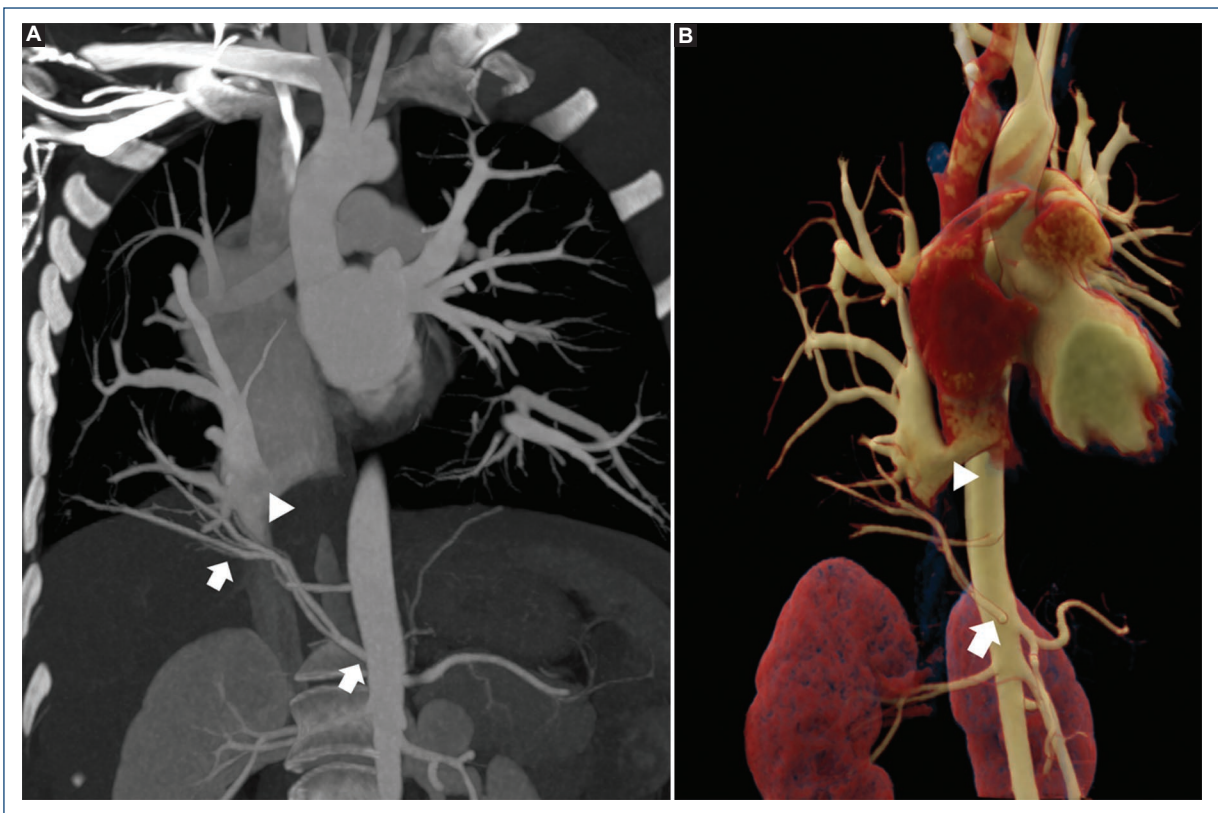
A: CT in the coronal plane with maximal intensity projection (MIP) and B: CT volume render, demonstrating partial anomalous pulmonary venous connection from the right veins to the IVC (arrowhead), and anomalous systemic arterial supply from the aorta to the right lower pulmonary lobe (arrows).
